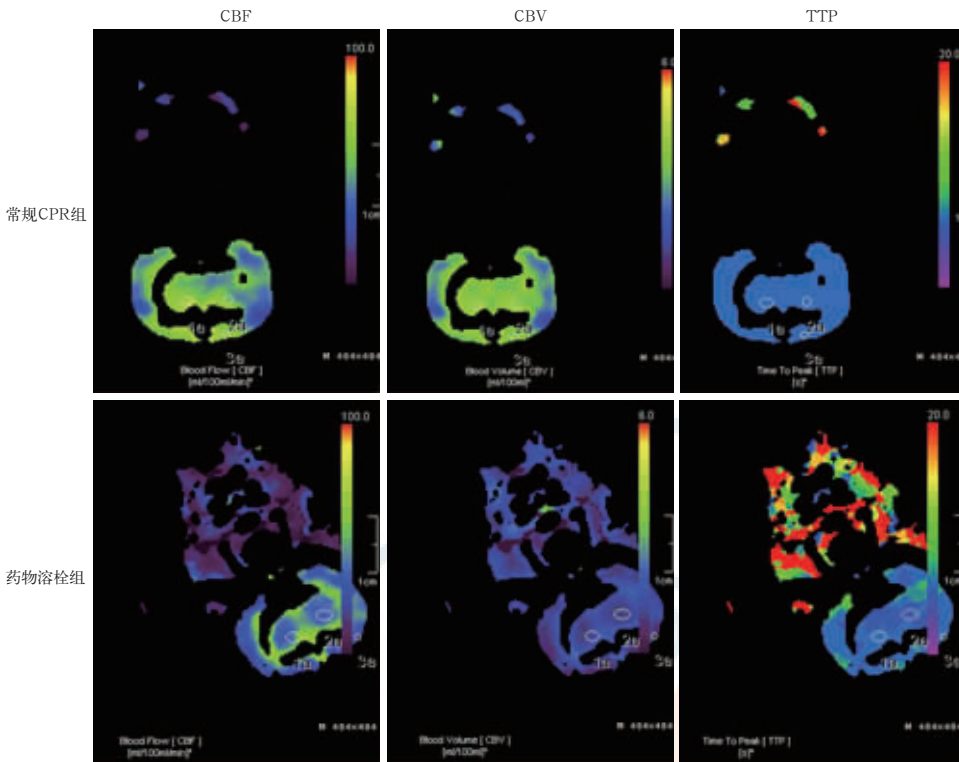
双源螺旋 CT 脑灌注成像显示,常规心肺复苏(CPR)组和 CPR 时给予尿激酶的溶栓组心搏骤停兔于自主呼吸恢复 30 min 后基底节区两侧全脑血流量(CBF)、血容量(CBV)、达峰时间(TTP)均无明显差异,且溶栓组未见明显灌注缺损;图中 1a、2a 分别表示两侧基底节感兴趣区,3a 表示左侧小脑半球感兴趣区;灌注量高低见左侧颜色条状带
